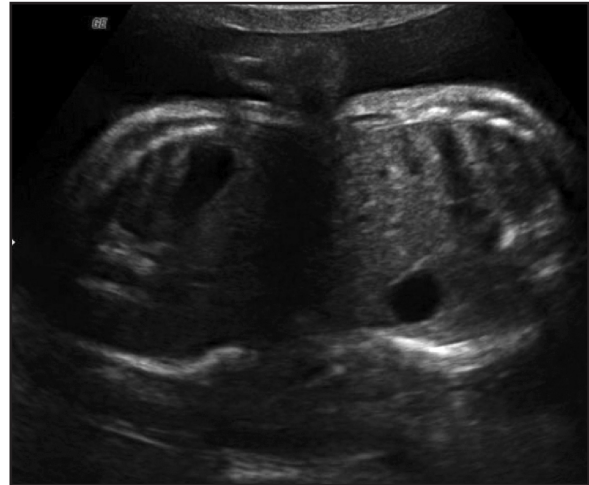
Ecografía 27 semanas + 3 días muestra estructuras hepáticas compartidas.
